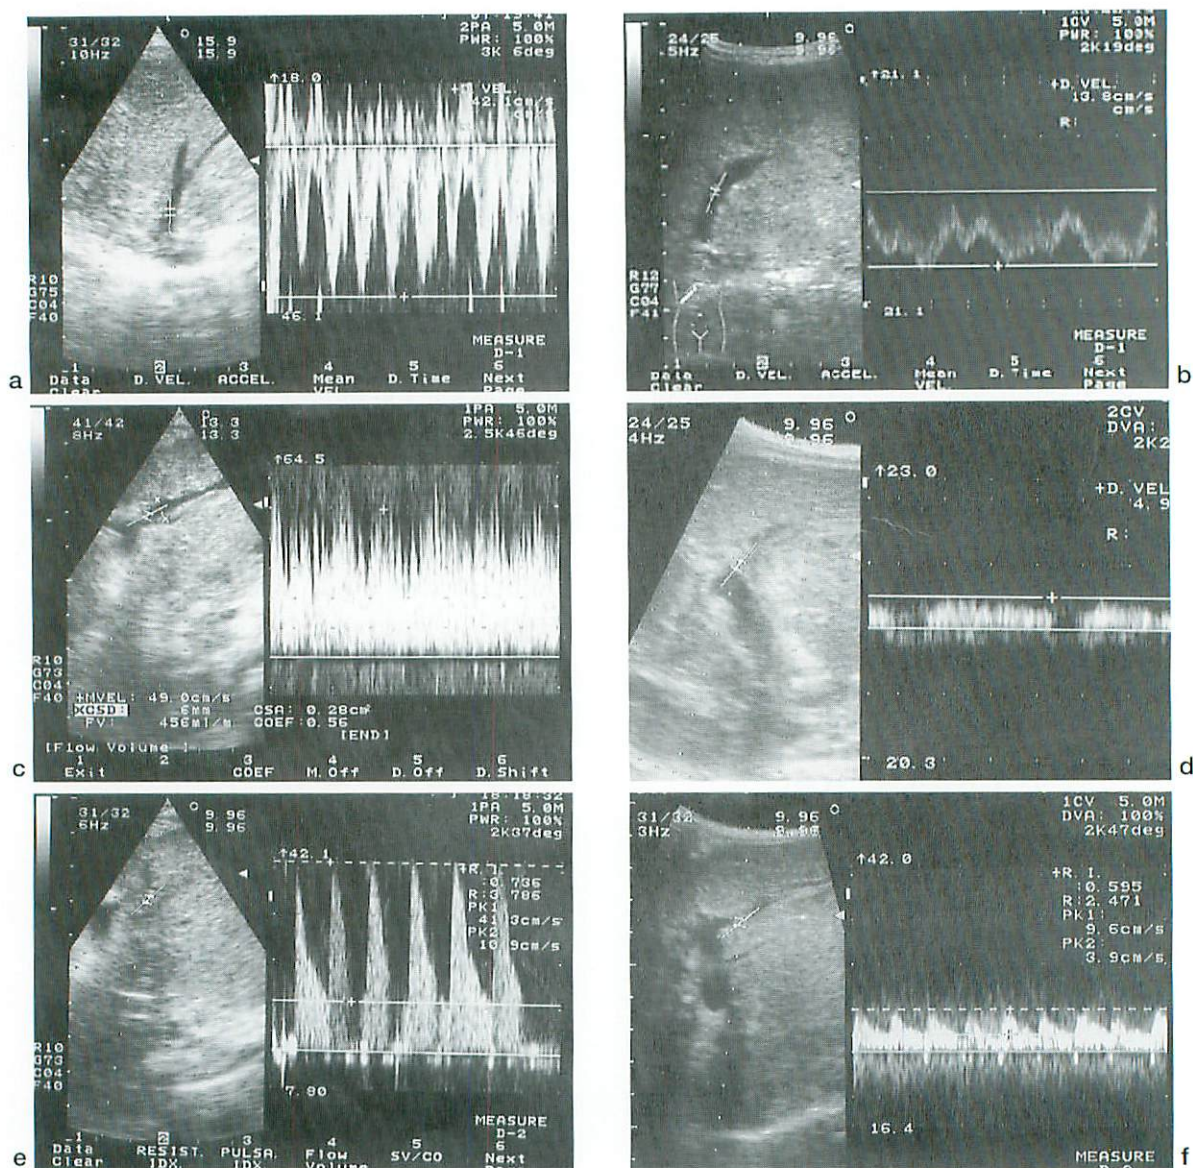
Doppler ultrasonography after LDLT.
